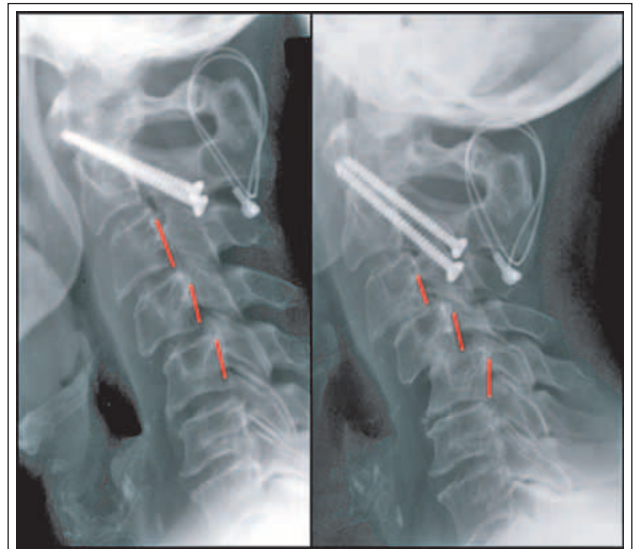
Seitliche Röntgenverlaufsuntersuchung einer subaxialen Subluxation nach 2-jährigem Verlauf. Zunehmendes Treppenstufenphänomen der Segmente HW 3/4 und 4/5. Zustand nach transartikulärer Verschraubung von HWK 1/2 4 Jahre zuvor.
